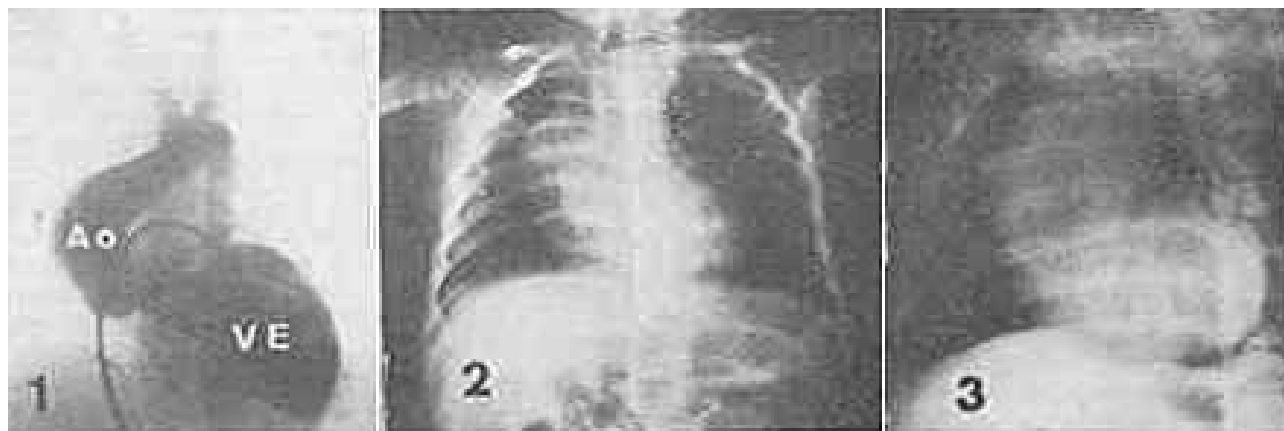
Caso radiologicamente típico de síndrome de hipoplasia ventrículo direito - 1) cineangiografia mostrando a horizontalização do VE por falta de apoio no VD hipoplásico e a propulsão da Ao para a direita e para a frente. 2) radiografia em PA com a Ao ascendente projetando grande “barriga” no contorno direito e o arco do VE saliente estando o coração horizontalizado. Pobreza da circulação pulmonar, arco médio deprimido 3) Ao saliente no contorno anterior, em OAE.
